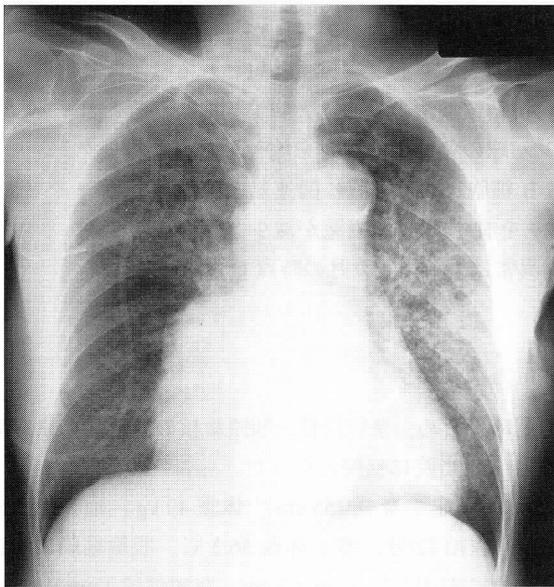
Chest X-ray films on admission. Miliary shadow was seen in all lung field, and the infiltration was seen in left lung field. The mediastinal space was expanded.
